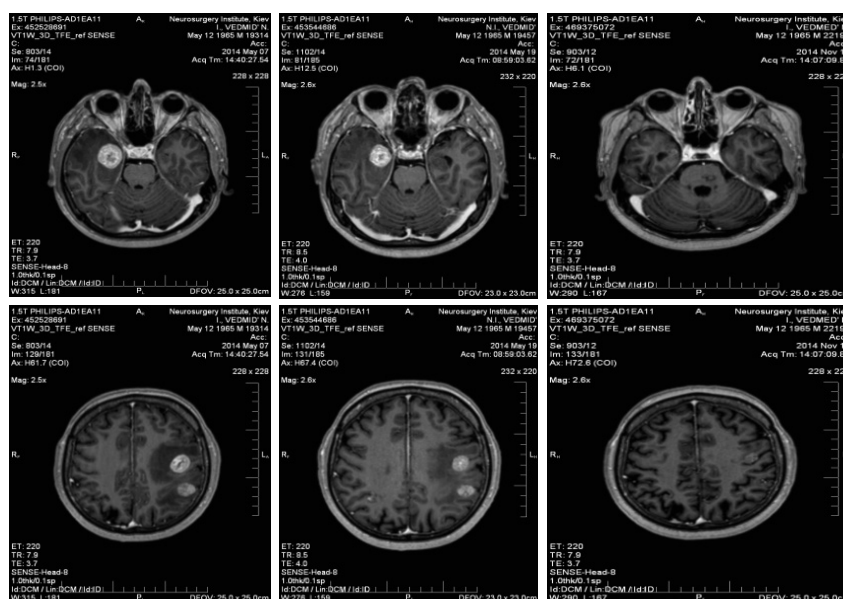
Рак почки. М. 46 лет. 8 МГМ. Уменьшение объема всех 8 МГМ через неделю после СРХ радиосенсибилизацией ниморазолом. МРТ до СРХ (колонка слева), через неделю после СРХ (в центре) и через 12 недель (колонка справа). Полная регрессия метастазов.
